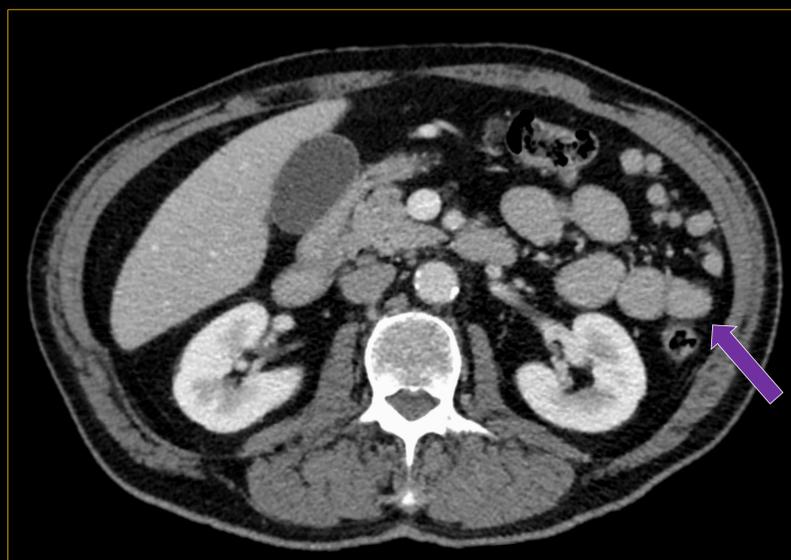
Focos de esplenosis abdominal. Paciente con antecedentes de esplenectomía en la infancia y clínica de diverticulitis. Imagen: TC de abdomen tras la administración de contraste, corte axial. Lesiones en flanco izquierdo de densidad similar a del bazo (→).
